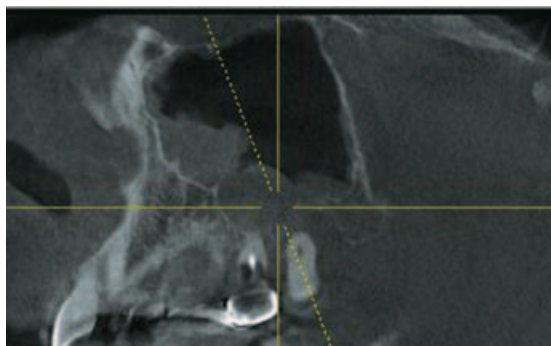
Срез томограммы пациента С. в сагиттальной плоскости
